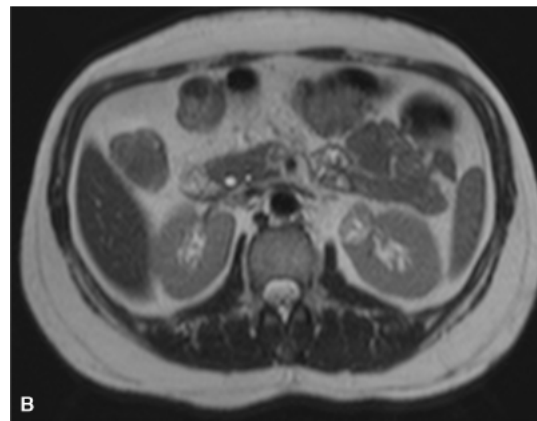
A. Carcinoma de células renais. Corte de rim apresentando volumosa massa tumoral em polo superior de rim. A lesão tem superfície heterogênea, com áreas de infarto e hemorragia, além de boa delimitação. B e C. Ressonância magnética, evidenciando nódulo sólido na face medial do polo superior do rim esquerdo, em paciente do sexo feminino com diagnóstico de carcinoma de células renais.
